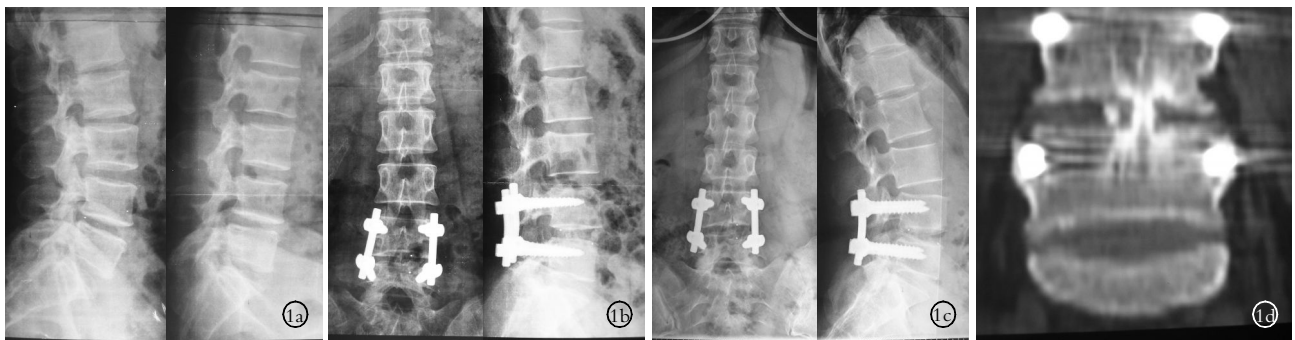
男性患者,56 岁,腰痛 6 年,伴左下肢放射痛 2 年,保守治疗 9 个月无效 1a. 腰椎过伸过屈位 X 线片提示:L₄ 椎体滑移大于 4 mm, L_{4,5} 椎间失稳 1b. 术后 7 d 腰椎正侧位片,腰椎生理弧度恢复良好,内固定位置良好,椎间隙高度恢复满意,可见一侧部分小关节及椎板缺如,保留对侧小关节、椎板及棘突,椎间置入单枚融合器 1c. 术后 2 年腰椎正侧位 X 线片,有明确的骨小梁通过椎间隙,椎体和融合器内植骨块之间的缝隙完全消失,椎间隙和腰椎生理弧度维持良好,内固定未见松动迹象 1d. 术后 2 年,CT 冠状位扫描可见 1 枚融合器内新生骨与骨性终板完全连续,且融合器内部骨小梁完全连续。融合器上下椎体内可见骨小梁呈放射状增粗
